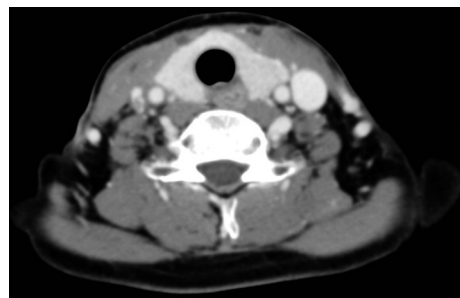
Computed tomography scan of the neck 3 weeks after the initiation of combination chemotherapy revealed the mass dramatically decreased in size.
